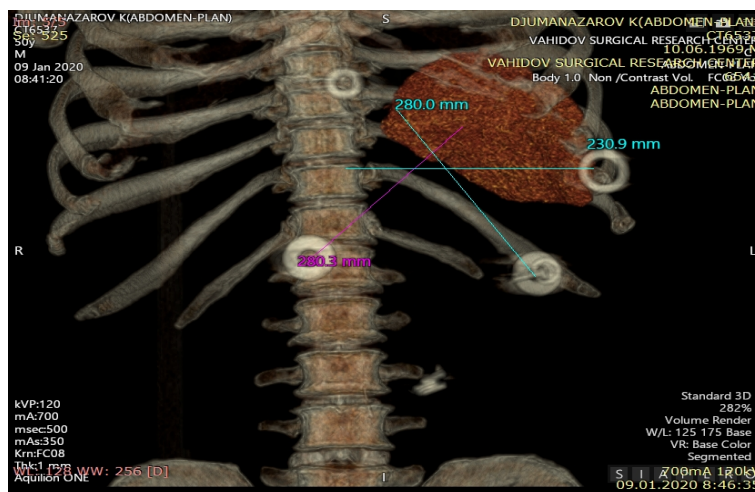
Измерение расстояния из стандартных точек доступа при помощи МСКТ (3 D моделирование).
